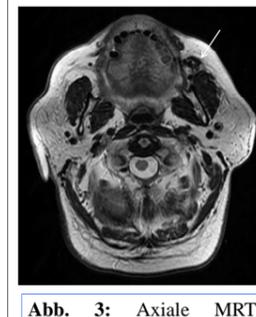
Axiale MRT Aufnahme in T2-Wichtung.
